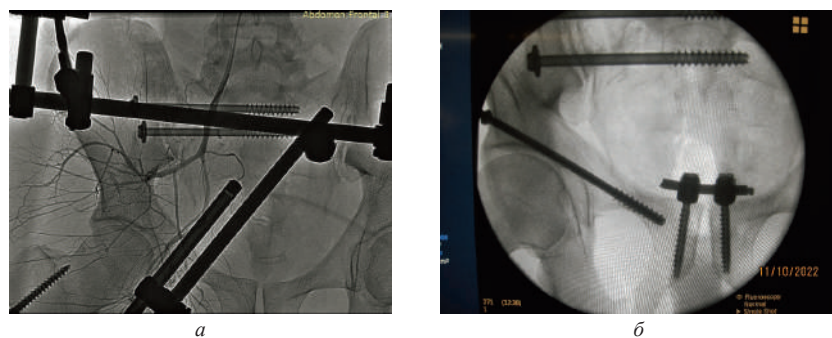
Тазовая ангиограмма и интраоперационная рентгенограмма таза: а – признаки повреждения верхней ягодичной артерии в виде спазма и неровности контуров одной из ветвей, комбинированная фиксация при вертикально-нестабильном повреждении таза; б – внутренняя фиксация множественных переломов костей таза транспедикулярной системой и противошоковыми канюлированными винтами
